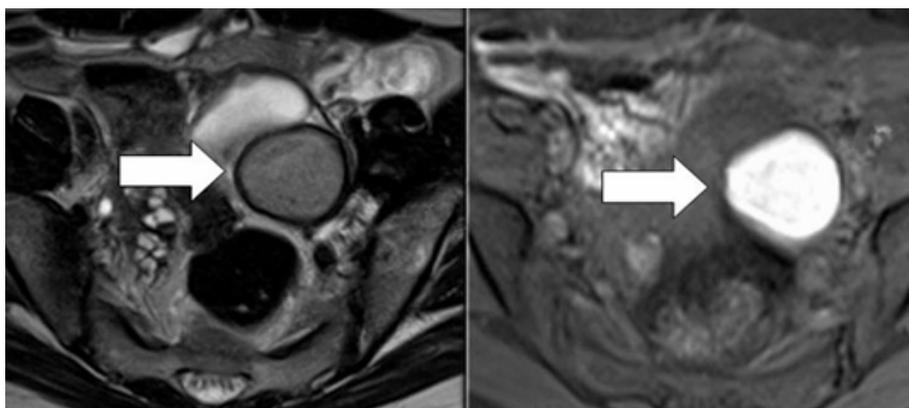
Imágenes ponderadas de resonancia magnética. Las flechas señalan el tumor en el anexo izquierdo.
